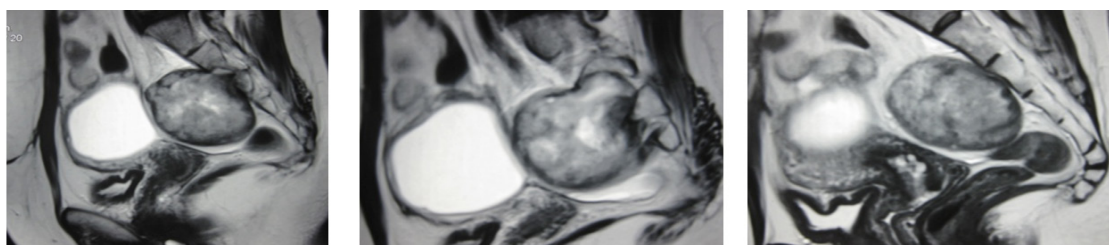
Resonancia magnética abdominopélvica que muestra una lesión sólida ovoidea en región presaca, de 65 x 50 mm, que se localiza a nivel de la tercera vértebra sacra. También se aprecia una lesión quística anexial izquierda de 55 x 45 mm.
